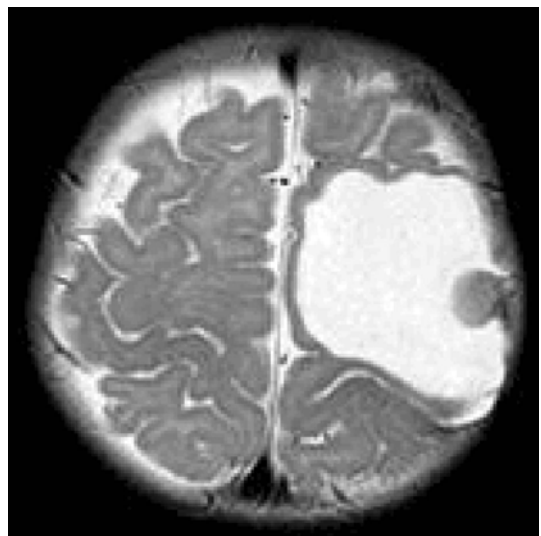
Preoperative T2-weighted axial MRI shows a 4×3.6 cm sized mass with inhomogeneous enhancement in left frontoparietal area.
